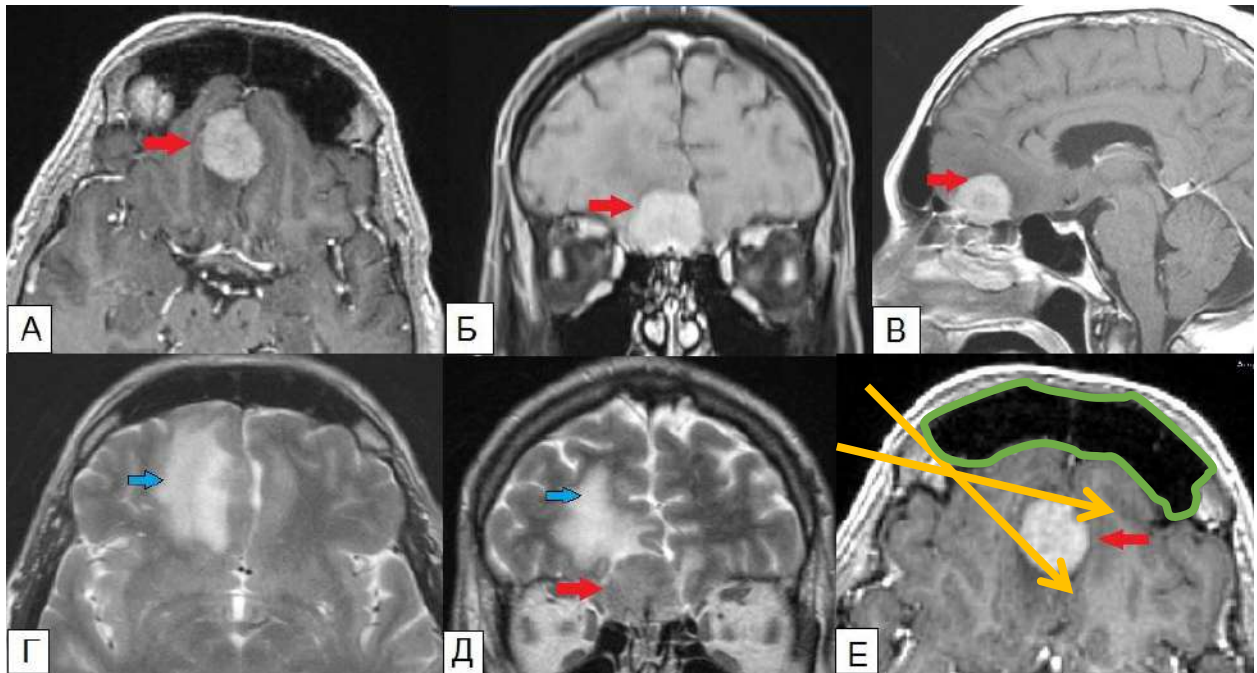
Клинический пример №4. Пациент 55 лет. МРТ головного мозга до операции – менингиома ольфакторной ямки. Красная стрелка указывает на опухоль. Синяя стрелка указывает на перифокальный отек вокруг опухоли.
